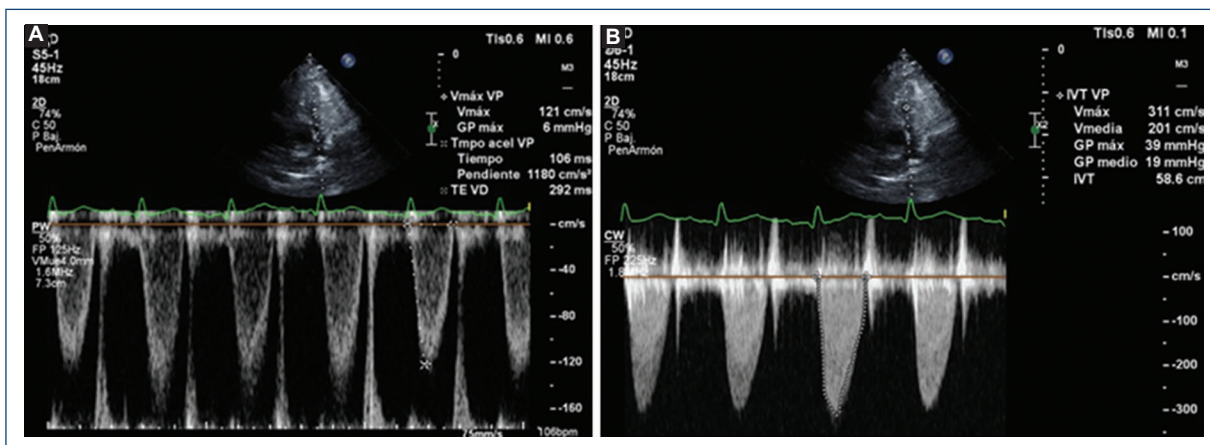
A: Doppler pulsado a nivel del tracto de salida del ventrículo derecho. B: Doppler continuo a nivel de la válvula pulmonar, donde se observan aceleración del flujo por Doppler continuo y aumento significativo de las velocidades, que sugieren estenosis.
